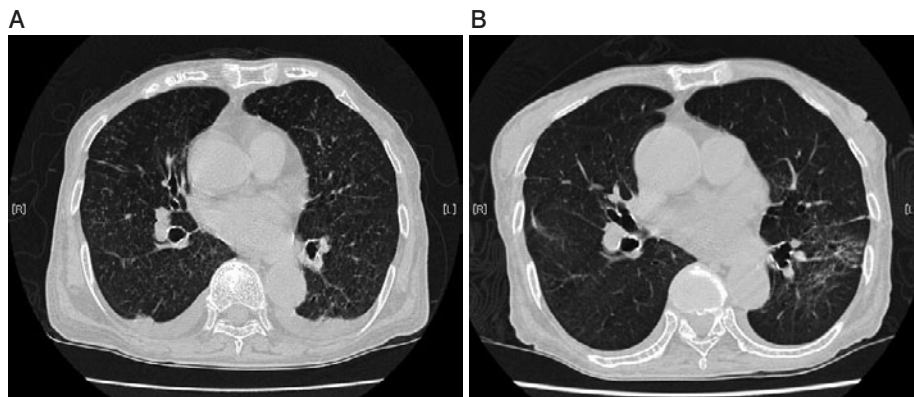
(A) A chest computed tomography scan on admission shows bronchiectasis in the right middle lobe and diffuse micronodular shadows in both lung fields. Some nodules appear subpleural. Bilateral pleural effusion is also seen. (B) Micronodular shadows previously seen on chest computed tomography disappeared after treatment.
